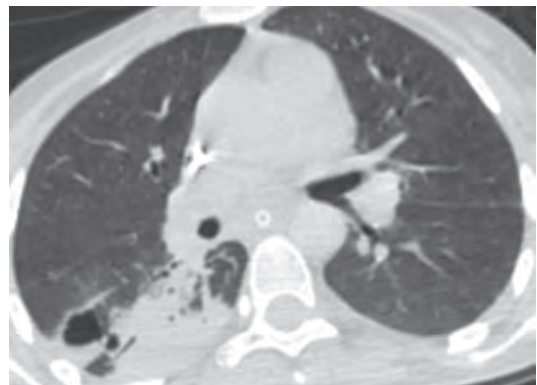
КТ легких, 23-й день лечения. Полости в S6 левого легкого
